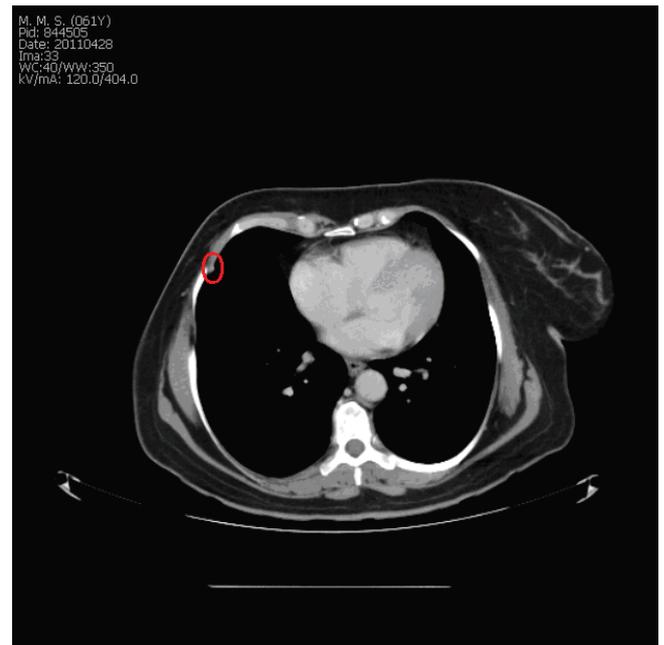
Nódulo em contato com a pleura mensurado em aproximadamente 12 mm em seu maior eixo, na parede anterolateral da base do hemitórax direito visualizado em exame de tomografia computadorizada após 10 ciclos de trastuzumabe entansina (T-DM1), realizada em abril de 2011
